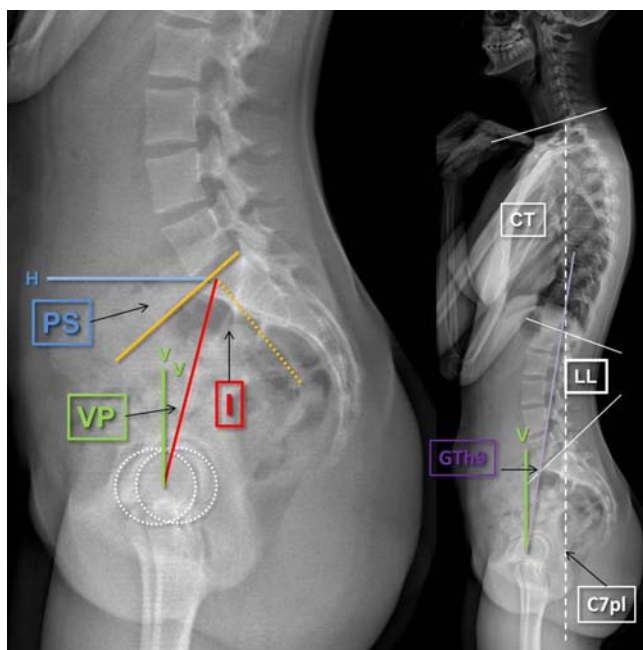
Les principaux paramètres pelviens [PS (pente sacrée), VP (version pelvienne), I (Incidence) et rachidiens (LL (lordose lombaire), CT (cyphose thoracique), GTh9 (gîte en Th9), C7pl (verticale abaissée de C7)].
